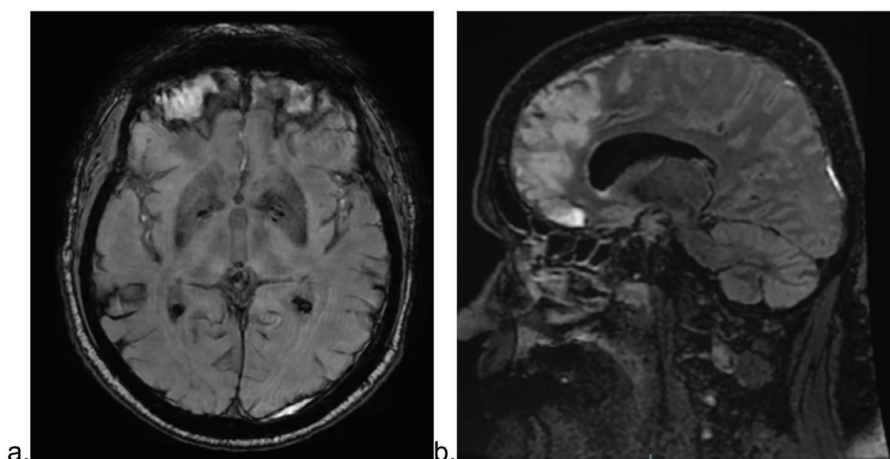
Images d'IRM de Monsieur BI pratiquées à deux mois post-traumatique
